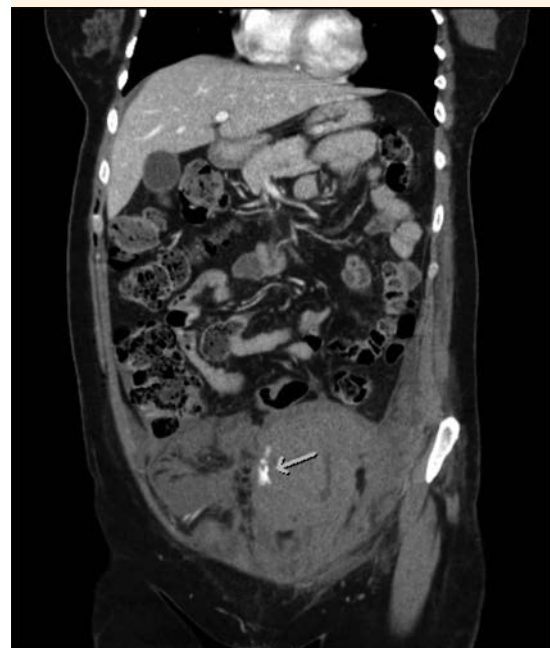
Tomografía axial computada en corte sagital; se observa la extensión y localización infraumbilical del hematoma en la parte anterior del recto.
